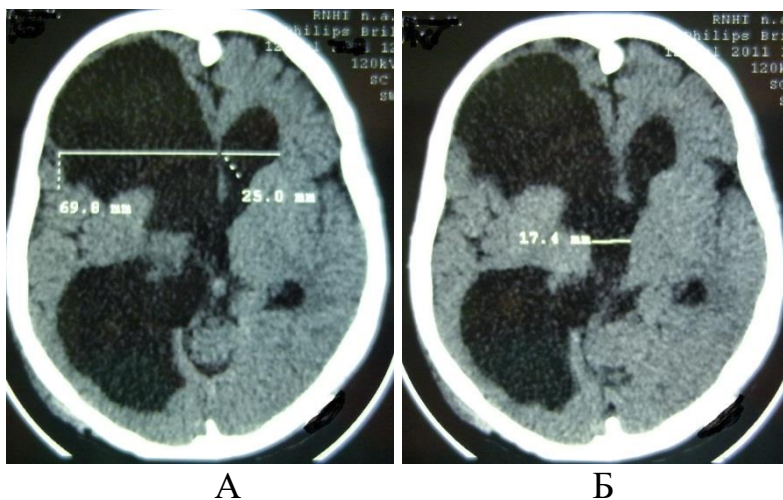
СКТ головного мозга. Наблюдение №62, больной Ц., 1 год, история болезни №3104-14. Д-з: Окклюзионная моновентрикулярная гидроцефалия.
